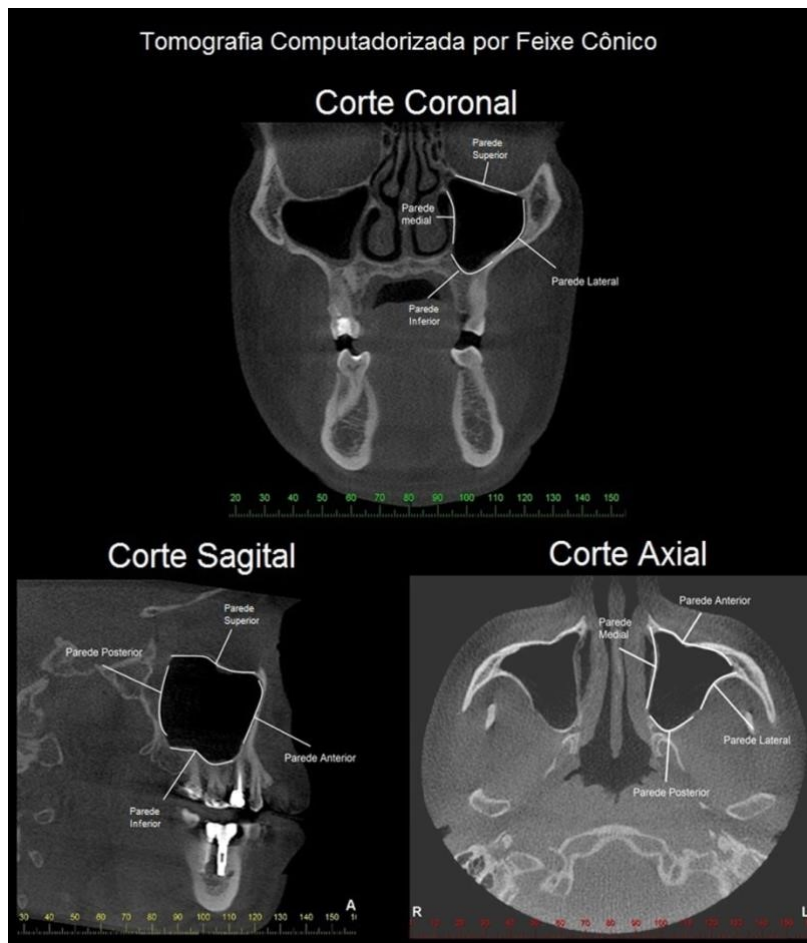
Imagens do seio maxilar obtidas por Tomografia Computadorizada
